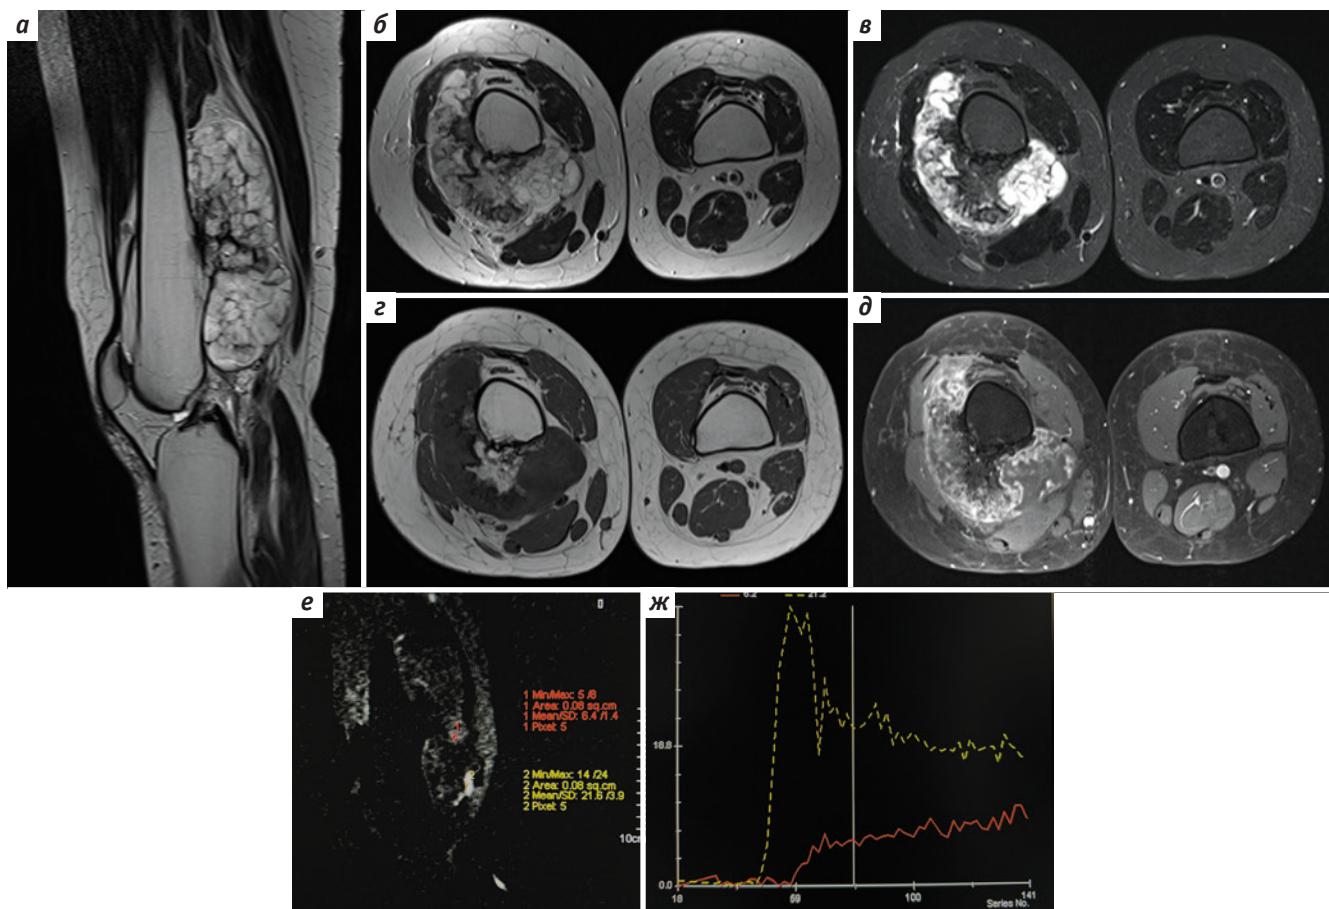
Магнитно-резонансная томография (МРТ) области коленных суставов, первичное обследование: а – T2 Sag; б – T2 Ax; в – T2 TIRM Ax; г – T1 Ax; д – T1 FS Ax + внутривенное контрастное усиление препаратом гадолиний. Визуализируется «костная ножка» со структурой по типу губчатой кости и «хрящевая шапочка» толщиной до 5,8 см; е – МРТ с динамическим внутривенным контрастированием, выбор зон интереса (1 – интенсивно контрастируемый участок опухоли, 2 – магистральный сосуд – подколенная артерия); ж – МРТ с динамическим внутривенным контрастированием, кривые накопления/выведения контрастного препарата (красный – опухоль, тип кривой III по K.L. Verstraete и соавт. [32])
